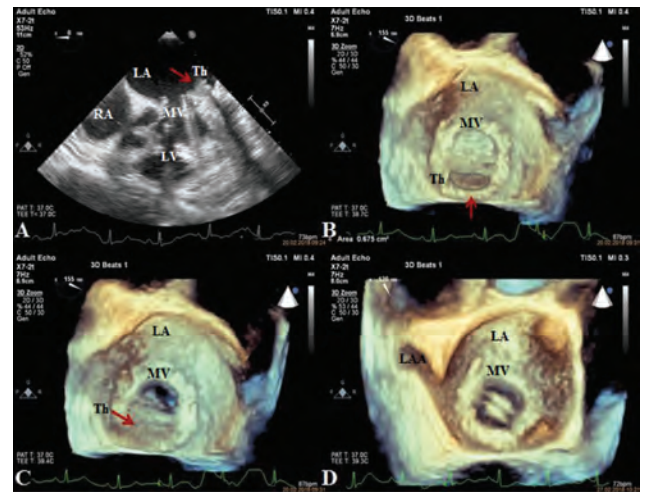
Transesophageal echocardiography (TOE) showing a bulky thrombus on the atrial side of prosthetic mitral valve (Panel A, arrow). 3D-TOE view from left atrium showing thrombus with an area of 0.67 cm² over the mitral valve prosthesis (Panel B, arrow). 3D-TOE view from left atrium revealing one leaflet motion of the prosthetic mitral valve and the other leaflet at six o'clock position was stuck (Panel C, arrow). 3D-TOE view from left atrium following thrombolytic treatment showing clear movement of both leaflets (Panel D).
